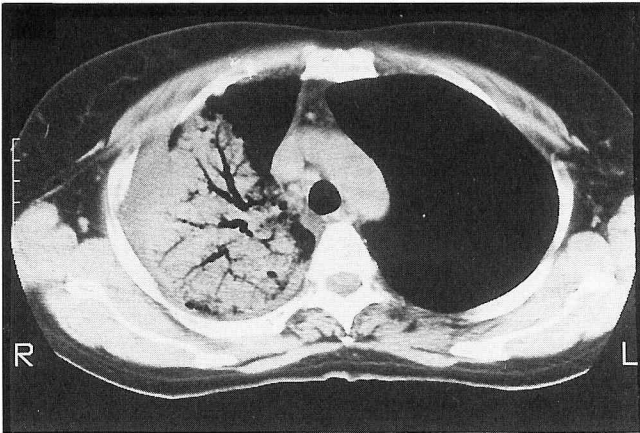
b Chest CT scan showing non-lobular diffuse infiltrative shadows with air bronchograms in the right upper lung field.
